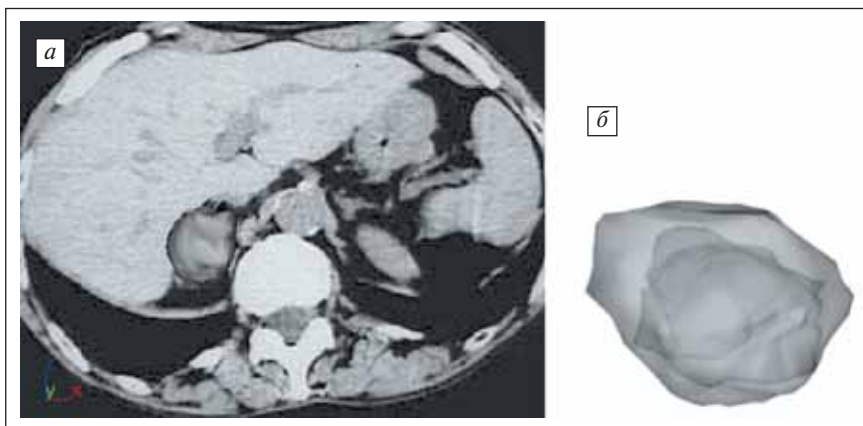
Опухолевидное образование правого надпочечника диаметром 3 см — метастаз бронхопюльмонального рака (КТ): а — общий вид; б — трехмерное изображение опухоли, развернутое на 70°
